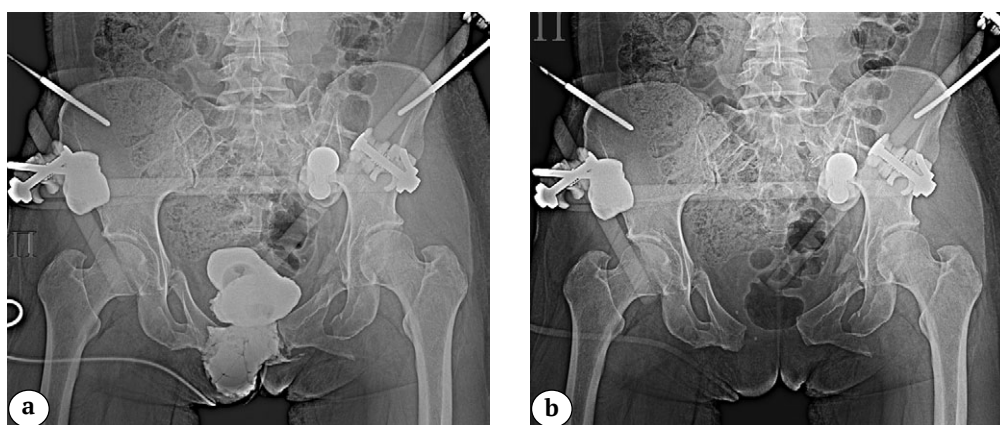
Рентгеновский снимок таза в переднезадней проекции: разрыв симфиза со значительным расхождением половин таза и переломами обеих лобковых костей (a); цистограмма с выходом контраста за границы мочевого пузыря (b)
